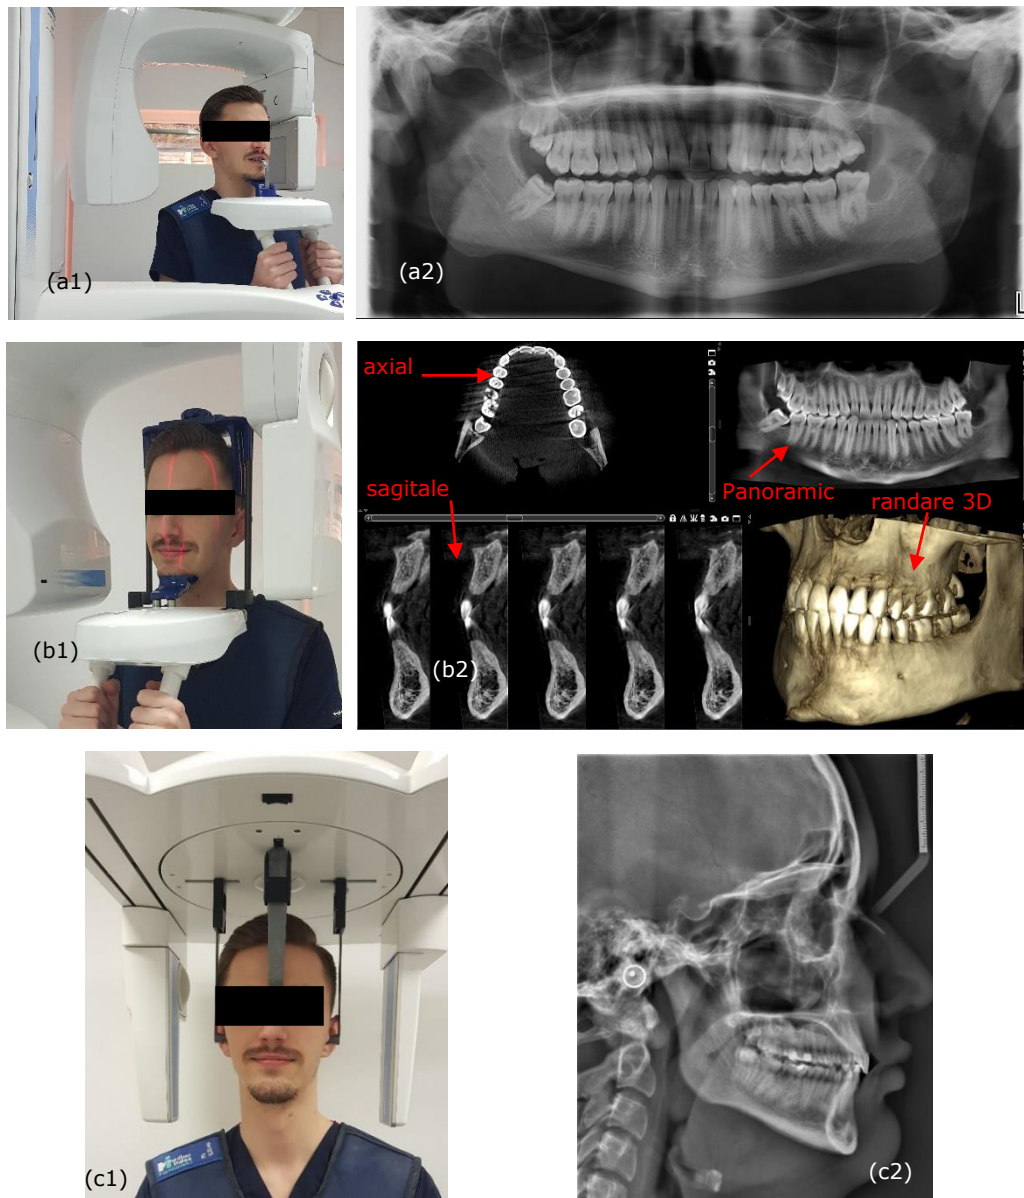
Exemplu de configurare a sistemului Planmeca pentru investigații (a1) panoramice, (b1) CBCT 3D și (c1) cefalometrice (ale unui membru sănătos al personalului). Imagini obținute: (a2) panoramică; (b2) Imagini CBCT 3D, cu vederi axiale, sagitale și panoramice, precum și o reconstrucție 3D; (c2) cefalometric.
